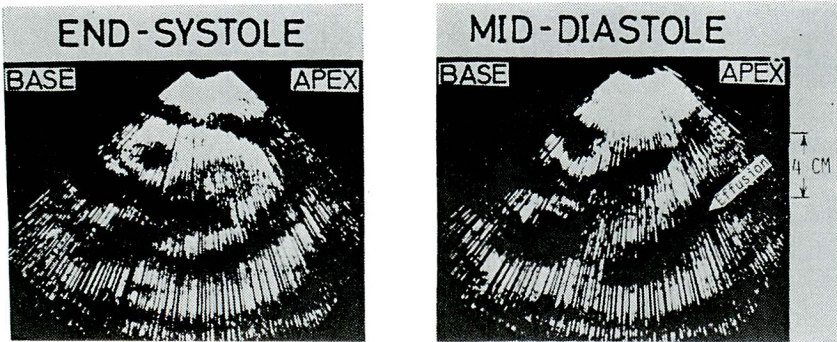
A two-dimensional echocardiogram of massive pericardial effusion (H. M., a 69-year-old female, idiopathic pericarditis with effusion)
